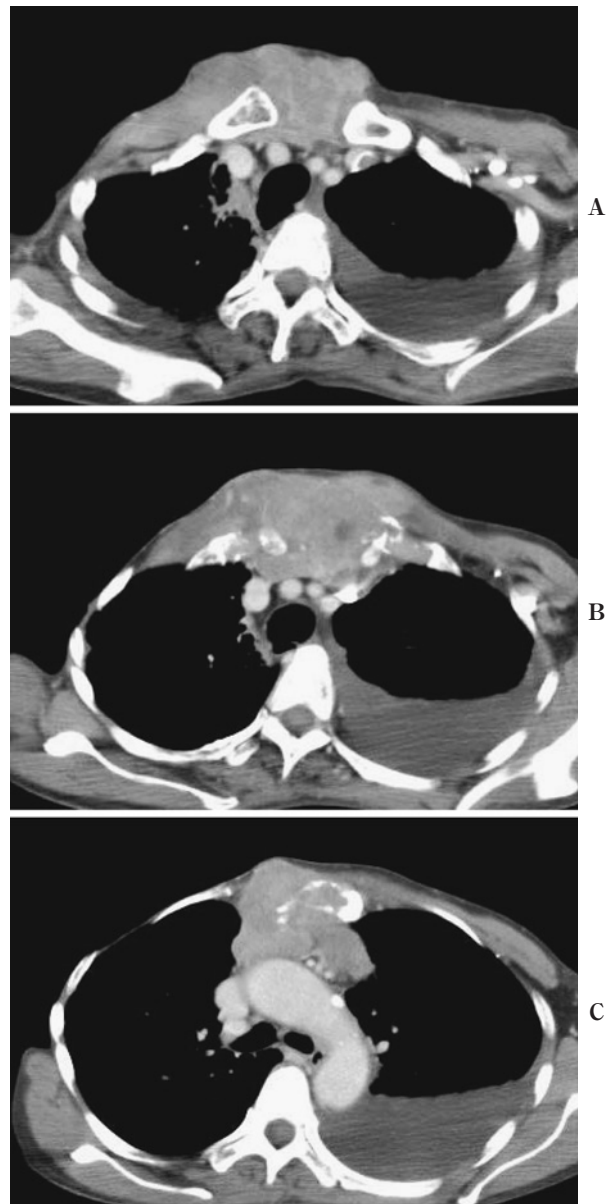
Chest CT scans show the tumor destroyed the clavicles, sternum, and costal cartilage (A, B, C).
